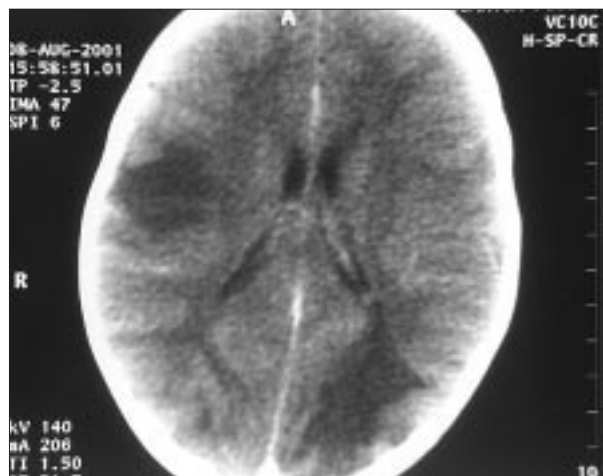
TC craneal. Imágenes de hipodensidad en sustancia blanca del área occipital izquierda y sustancia gris y blanca del lóbulo parietal derecho.
